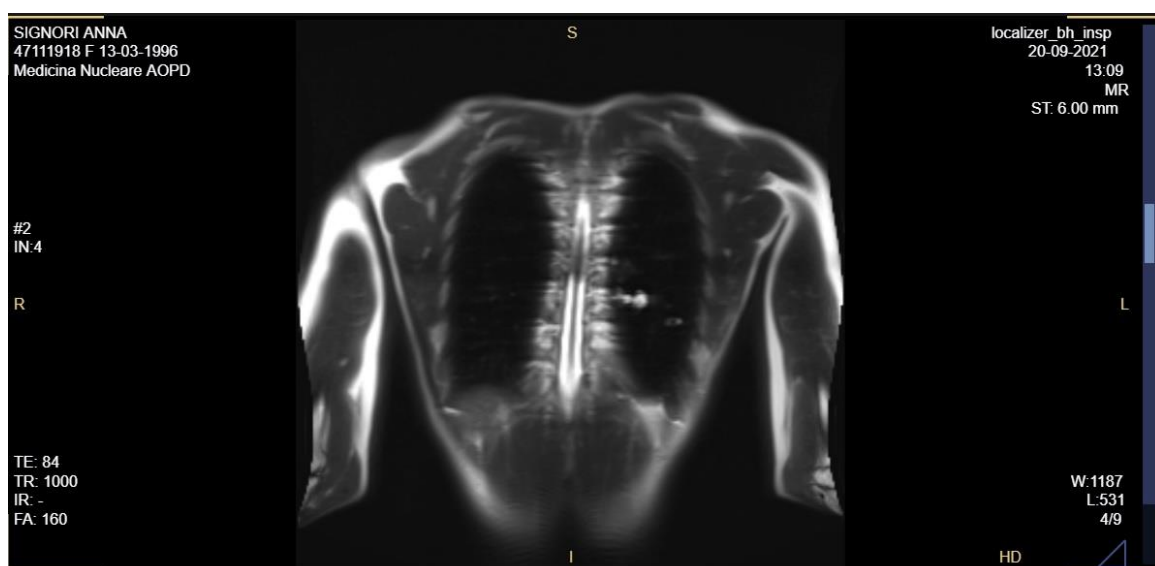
Estratto toracico immagine RM
